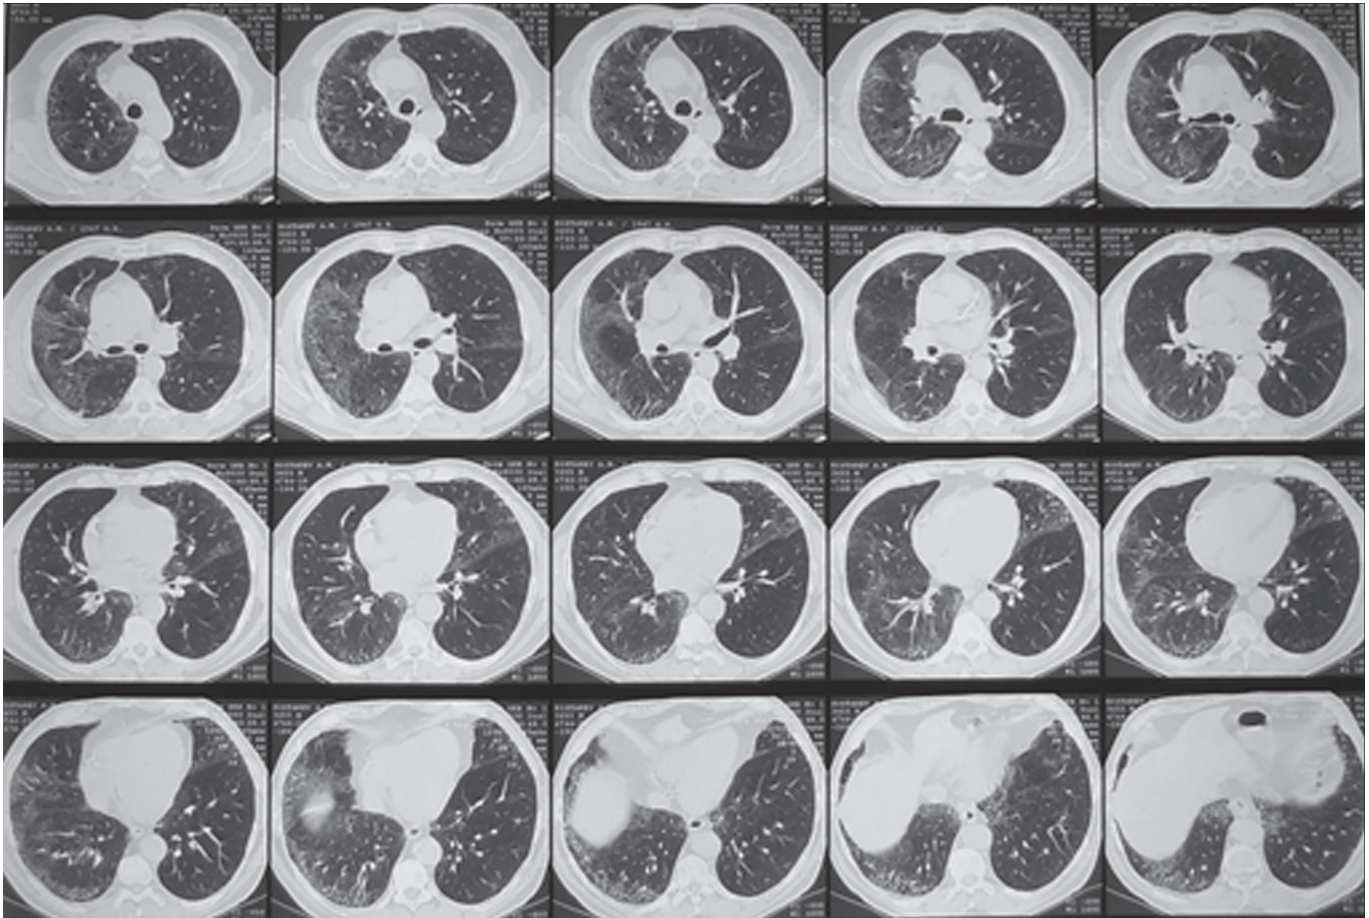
КТ-грамма от 04.09.12.
